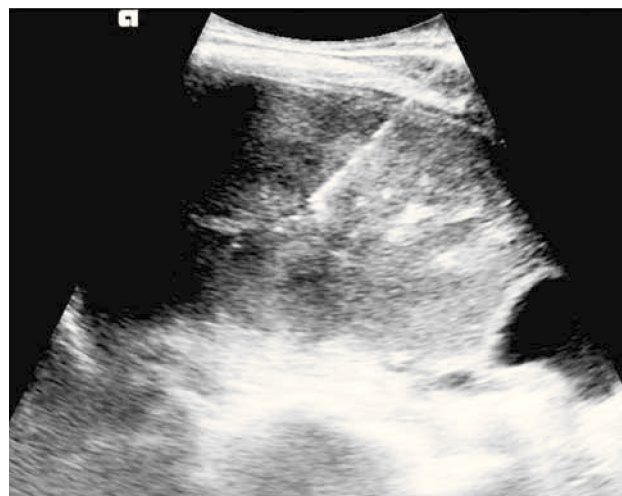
Biopsia de masa hepática guiada por ultrasonido. Se realiza biopsia en tiempo real de una masa hepática que dió como resultado un colangiocarcinoma, en paciente de sexo femenino de 32 años.
